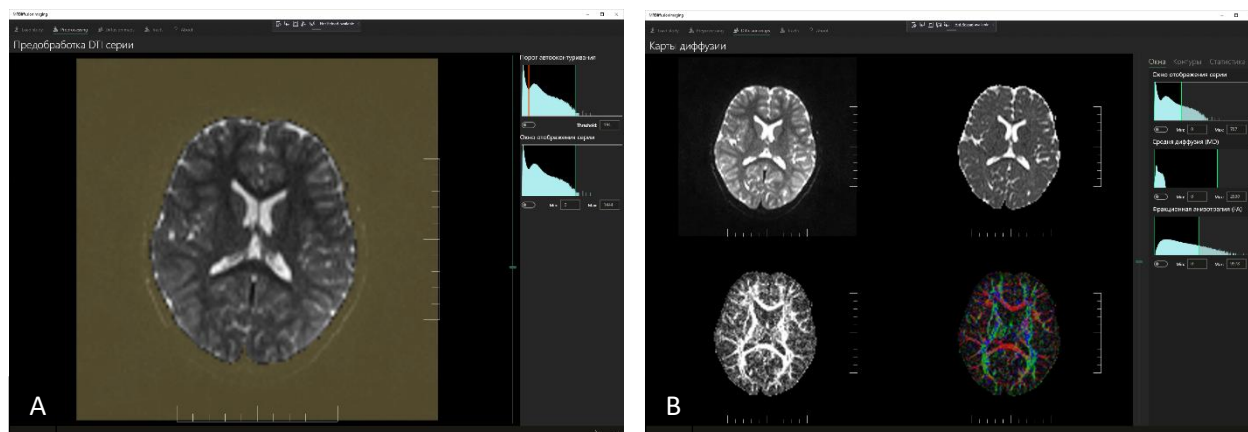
А - Выделение маски головного мозга. В - Количественные карты диффузии.
